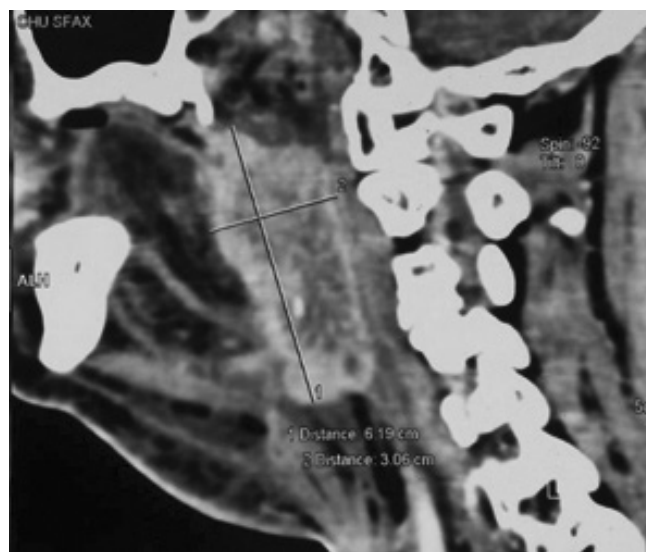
TDM cervicale en coupe sagittale après injection du produit de contraste: Volumineuse poursuite tumorale oropharyngée.
